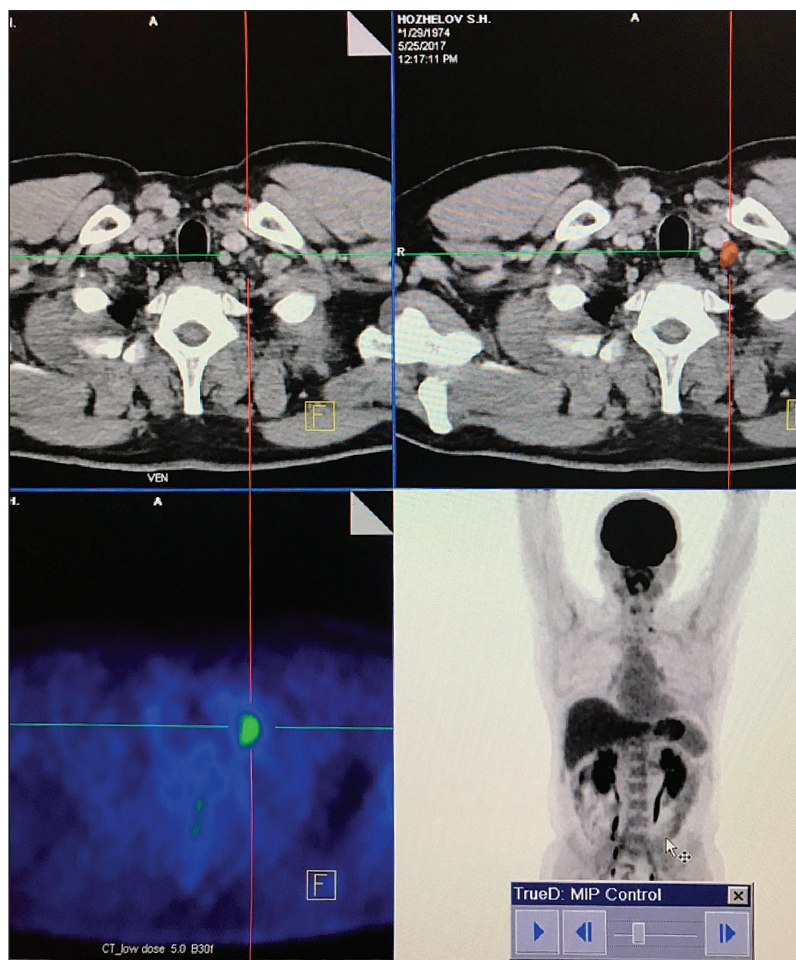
ПЕТ/КТ з ^{18}F -ФДГ; візуалізується вогнище гіперфіксації ^{18}F -ФДГ в надключичній ділянці справа
